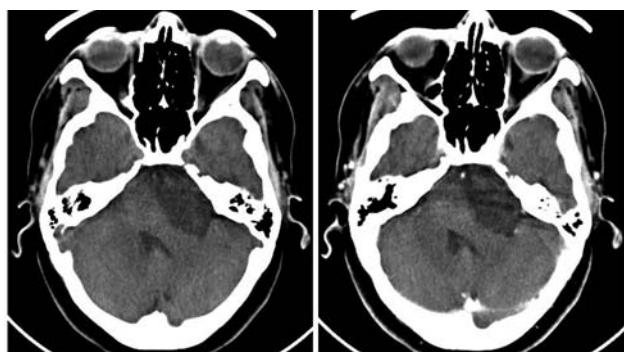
TAC sin y con contraste intravenoso. Masa hipodensa en el ángulo pontocerebeloso izquierdo. No realza tras la administración de contraste intravenoso.
